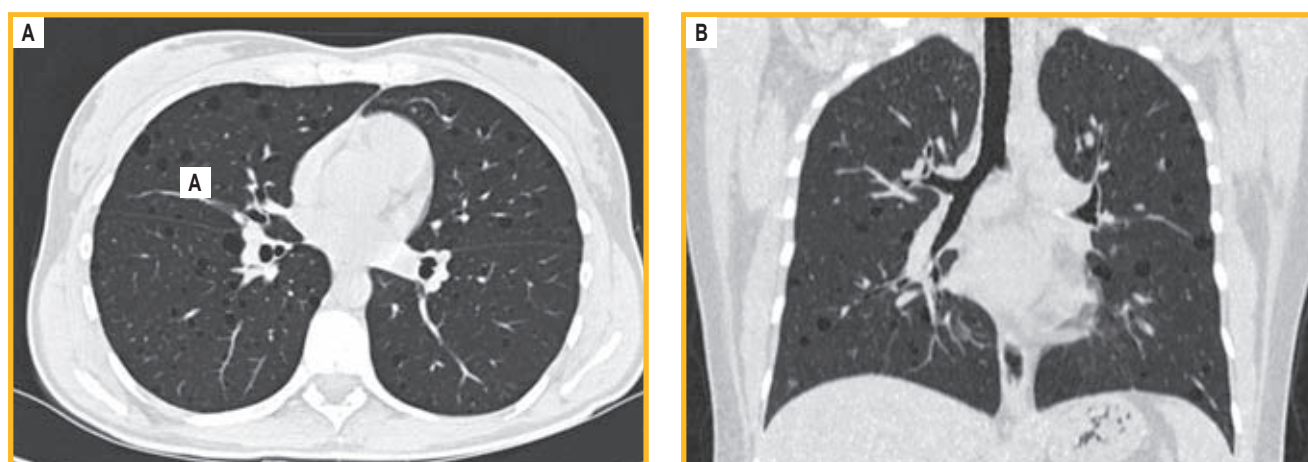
Пациентка Ж. 45 лет. Лимфангиолейомиоматоз. Компьютерная томограмма легких: диффузно расположенные тонкостенные кистозные полости, А — сагитальный срез, В — фронтальный срез
